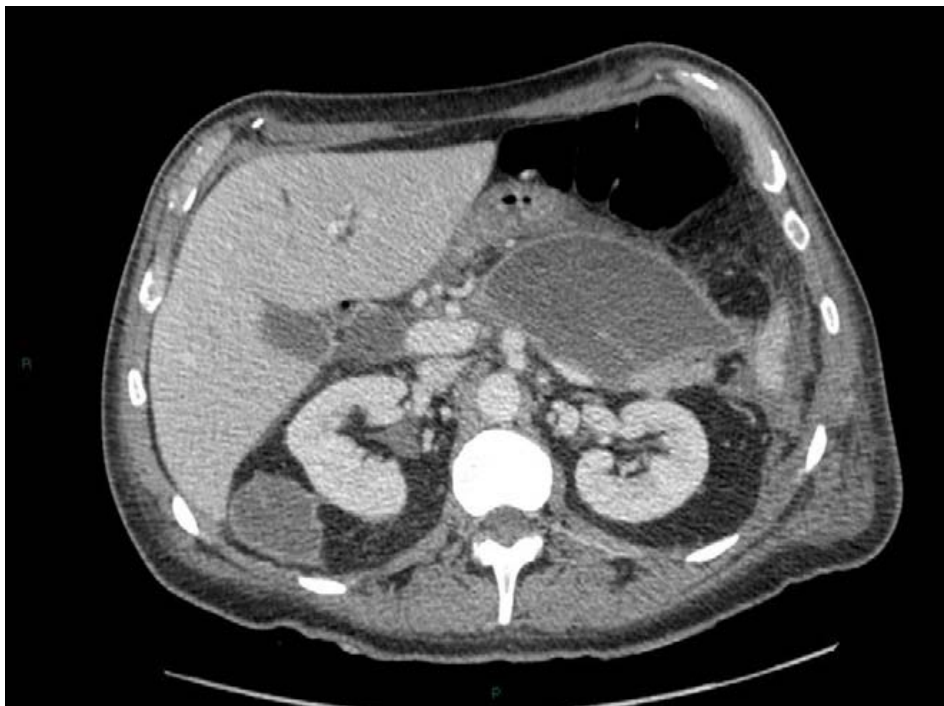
TDM abdominale montrant une pancréatite stade D de Balthazar : une coulée de nécrose.
